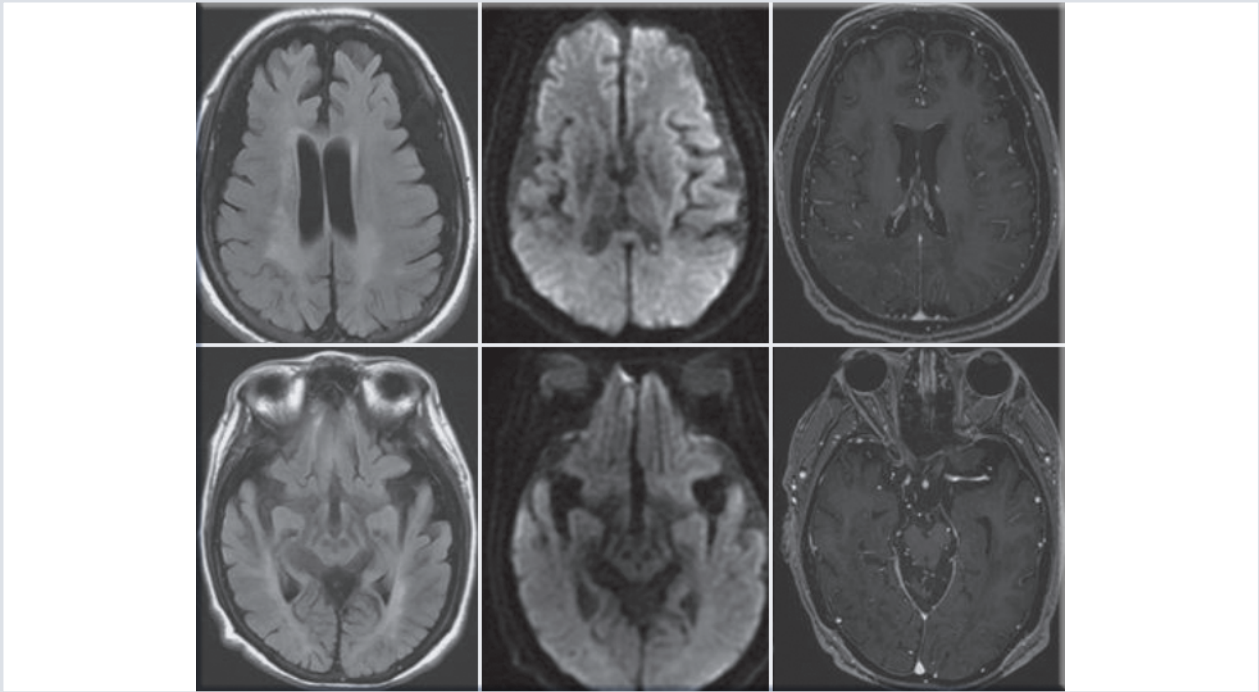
Resonancia magnética en secuencias FLAIR, DWI y T13DGD, que en la secuencia FLAIR axial sin gadolinio objetiva hiperintensidad subcortical y periventricular confluyente bilateral, asimétrico sin efecto de volumen, sin restricción a la difusión, no hay reforzamiento tras la administración de gadolinio. Marcada disminución de volumen cerebral corticosubcortical frontotemporal bilateral en forma subjetiva. También se identifica marcada atrofia hipocámpica bilateral en forma subjetiva. Sistema ventricular de amplitud conservada.
